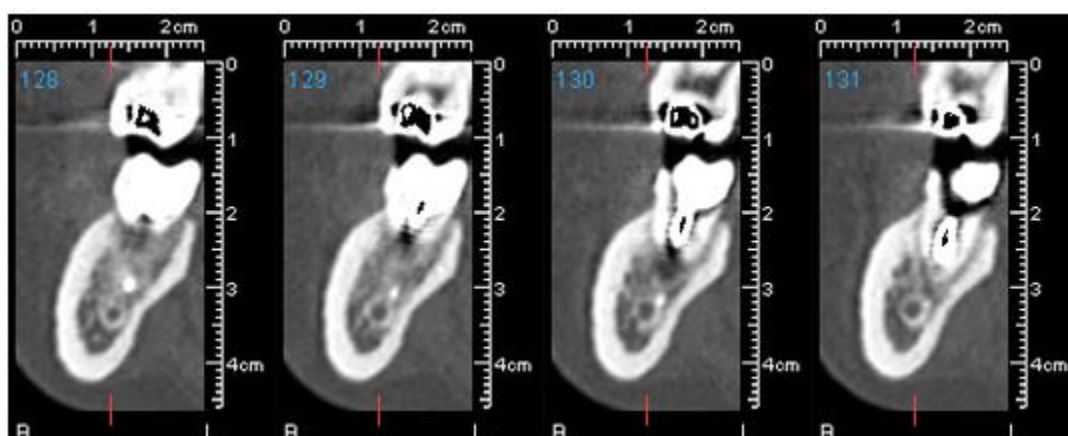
Tomografia computadorizada de corte transversal vestibulo-lingual que mostra um instrumento endodôntico fracturado em contacto directo com o canal alveolar inferior.³³
